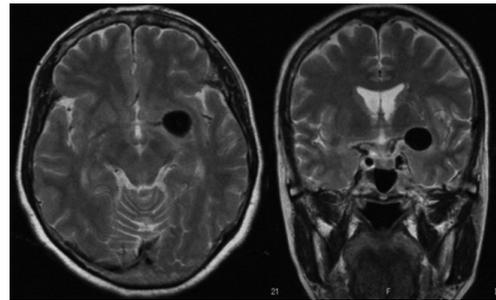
MRI T2 WI Axial and coronal T2 weighted MR images. There are no obvious thrombosis in the aneurysm.
